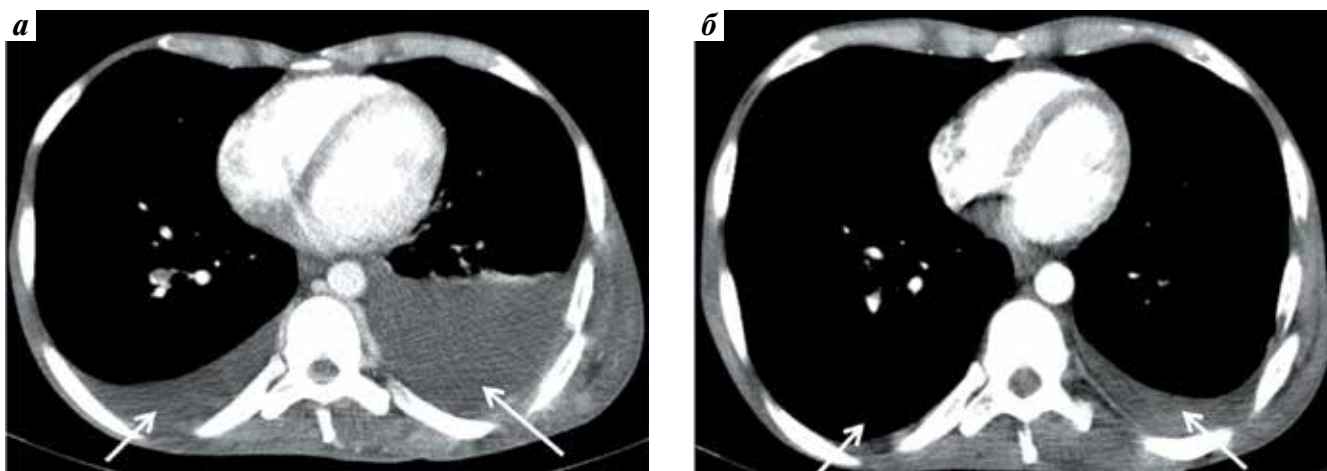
Уменьшение объема плеврального выпота на фоне комбинированной таргетной терапии (больной С., компьютерная томография груди с внутривенным контрастированием до и после 2 циклов комбинированной таргетной терапии): а – двусторонний плевральный выпот (белые стрелки); б – резкое уменьшение объема плеврального выпота слева, исчезновение плеврального выпота справа (белые стрелки)
